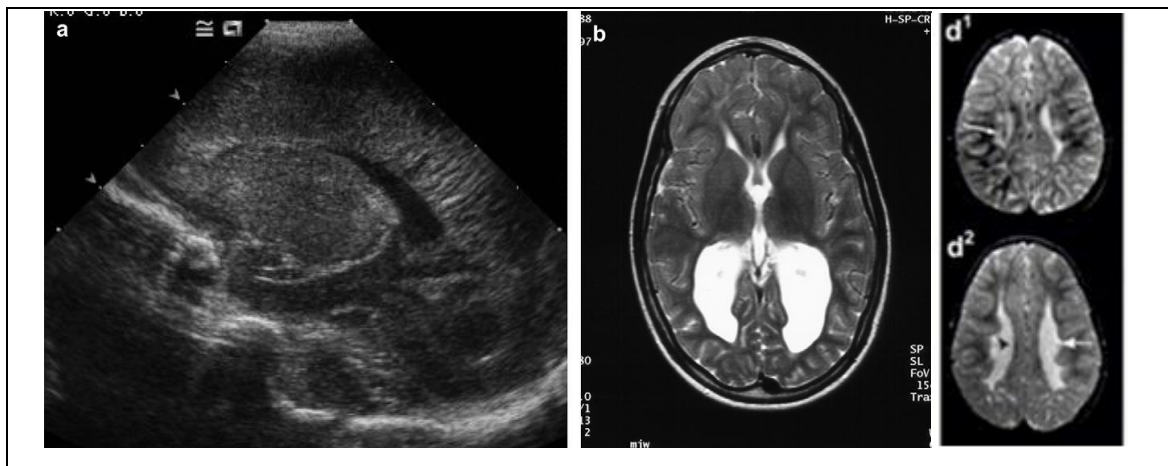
Bildgebung bei PVL: (a) Parasagittales kraniales Ultraschall-Bild; und (b) axiales T2-gewichtetes MRT-Bild bei ehemaligem Frühgeborenen: Verlust der weißen Substanz um die Hinterhörner der Seitenventrikel, aus (30); (d¹) MRT: milde Form der PVL mit periventrikulärer Gliose, ohne Verlust der weißen Substanz; (d²) MRT: ausgeprägte Form mit Vergrößerung der Seitenventrikel nach Verlust der periventrikulären weißen Substanz, mit periventrikulärer Gliose, aus (28).
